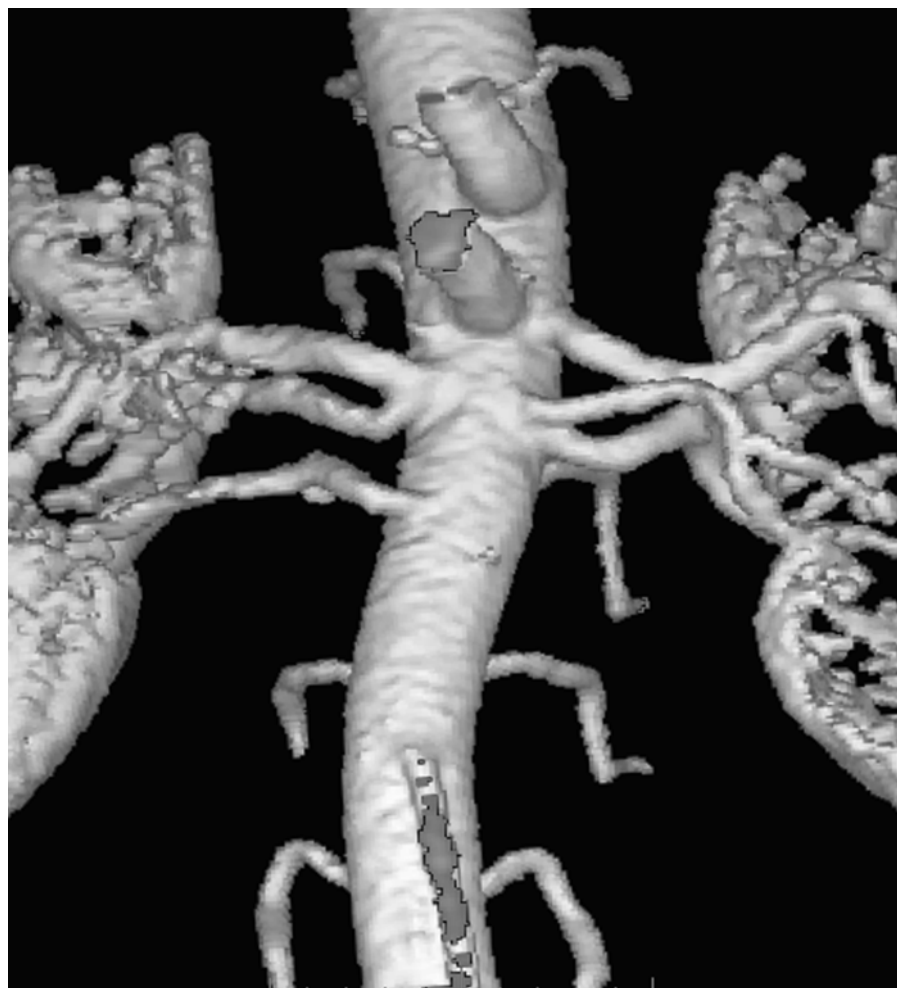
Exemplo de reconstrução tridimensional com técnica de *surface* de angiorressonância de artérias renais, para visualização da aorta e artérias renais, neste caso mostrando várias artérias renais acessórias bilateralmente, sem lesões estenóticas.
